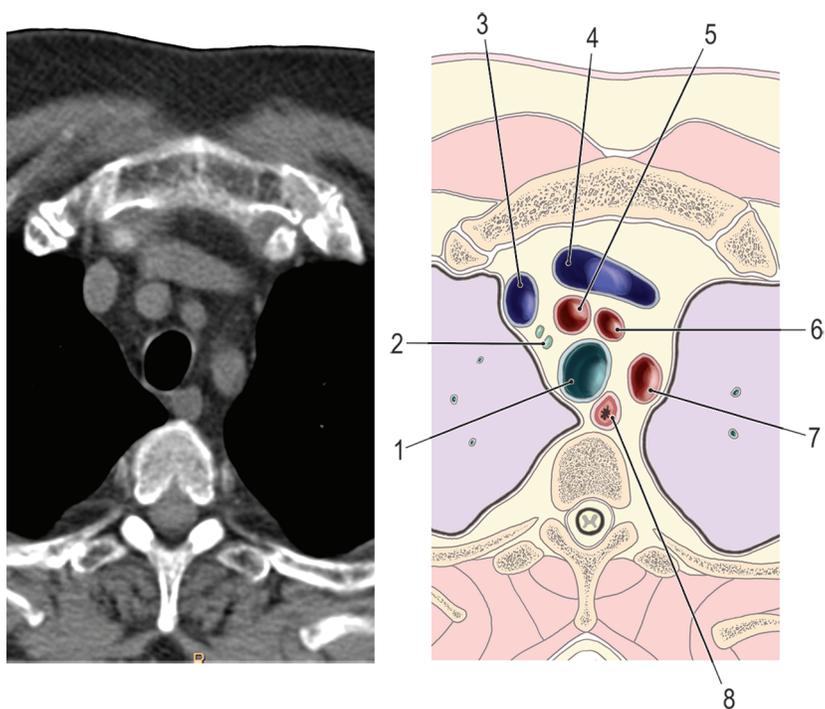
Топография трахеи на уровне верхнего средостения с соответствующим срезом компьютерной томографии: 1 — трахея; 2 — лимфатические узлы (группа 2R); 3 — правая плечеголовная вена; 4 — левая плечеголовная вена; 5 — плечеголовный ствол; 6 — левая общая сонная артерия; 7 — подключичная артерия; 8 — пищевод
